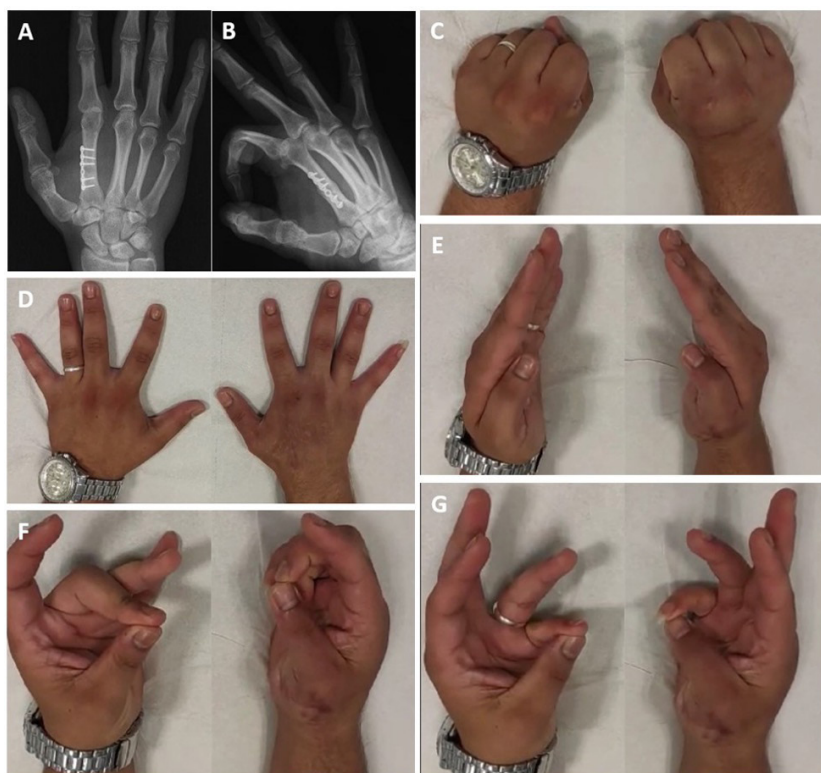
Radiografías de mano derecha proyección AP (A) y oblicua (B) tras 1 año de evolución donde se observa consolidación de fractura M2 e imágenes clínicas de movilidad completa y oposición pulgar al quinto dedo (C-G)
